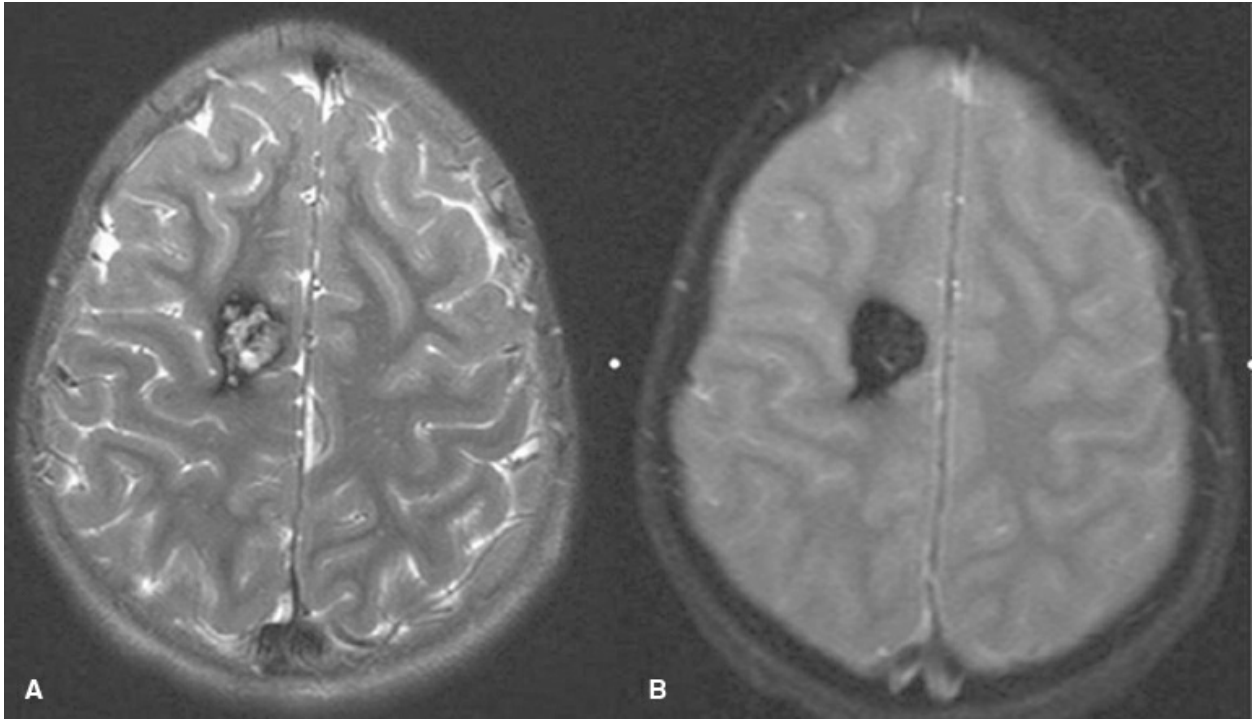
A: RMN axial ponderada en T2; B: secuencia de RMN axial con ecogradiante.
